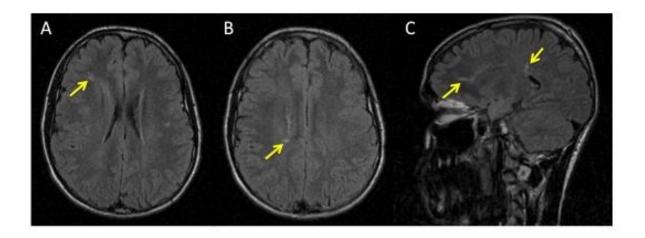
Imagens de RM crânio-encefálica de um adolescente de 17 anos de idade, a quem foi feito o diagnóstico de RIS. O estudo de imagem foi solicitado no âmbito da investigação etiológica de uma perturbação hipercinética do movimento, sugestiva do diagnóstico de tiques motores. O estudo T2 FLAIR axial (A e B) e sagital (C) permite a identificação de lesões periventriculares típicas de EM (setas).
